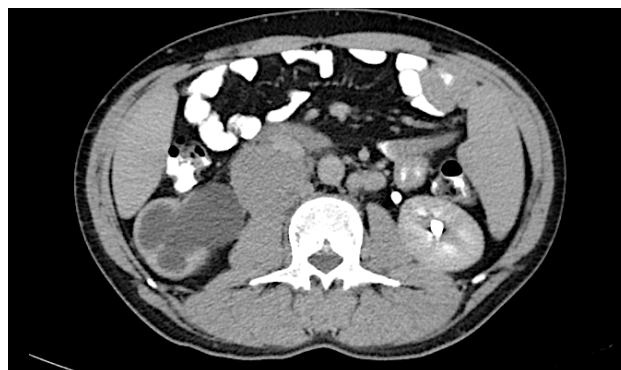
CT axial scans showing right retroperitoneal and iliac enlarged nodes and right renal hydronephrosis [the first presentation]
